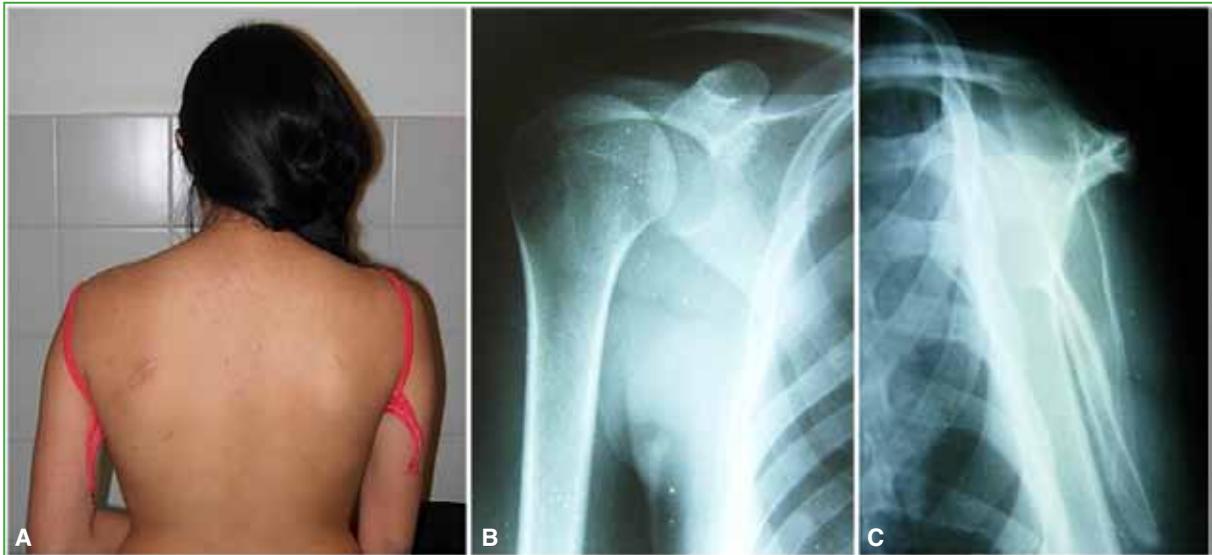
A. Vista dorsal de la paciente a los 2 años de la cirugía. Nótese la incisión en la región escapular izquierda. B. Radiografía de hombro, de frente, de control. C. Radiografía de hombro, de perfil, de control.
